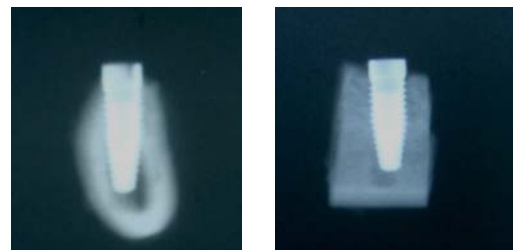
2: 良好なオッセオインテグレーションが獲得できたX線写真
